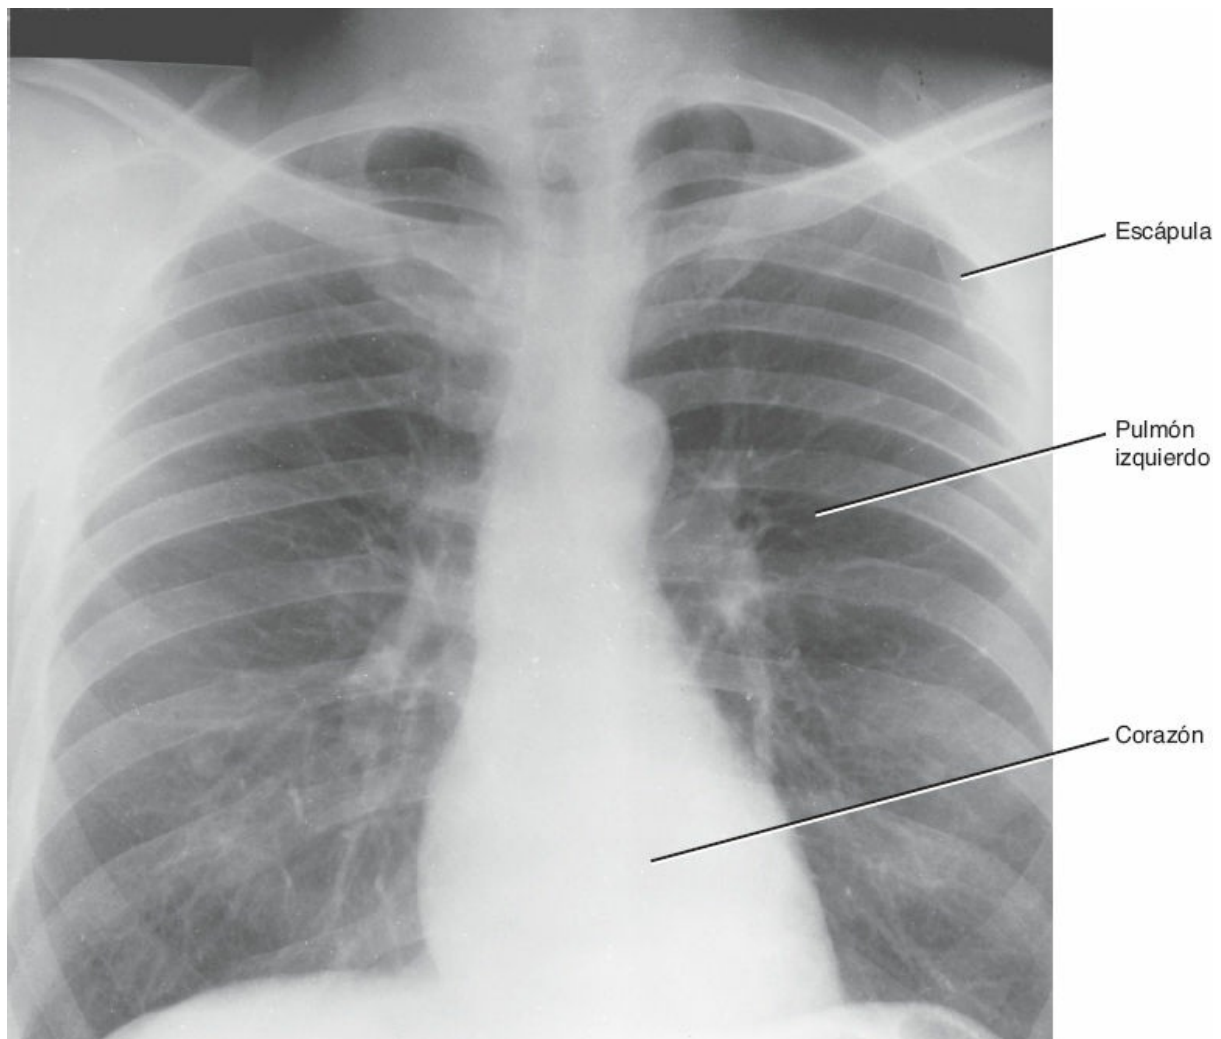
Radiografía convencional (simple) del tórax. En esta proyección PA, los tejidos radioopacos de mayor densidad o grosor (p. ej., escápula, corazón) figuran en *blanco* mientras que las estructuras radiolúcidas de menor densidad o grosor (p. ej., pulmones) figuran en *negro*.
